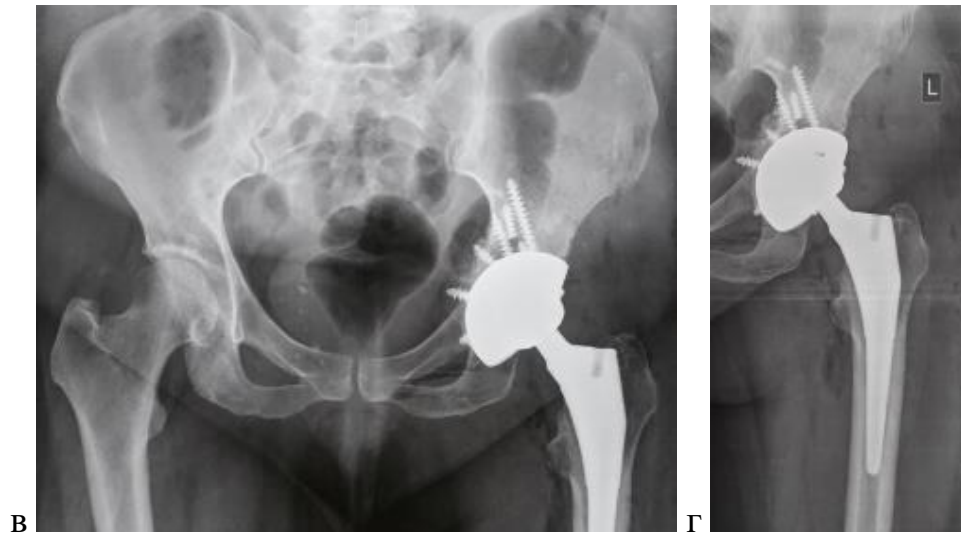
Рентгенограммы больной Т. а)б) до операции в)г) через 14 мес. после операции.
